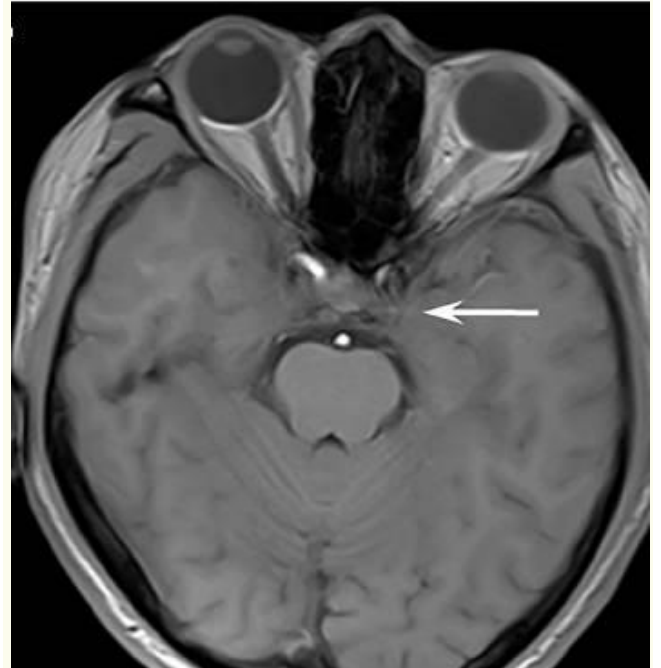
Contrast-enhanced magnetic resonance image (MRI) of the brain of patient 1. A to C, Before treatment. A, T1-weighted, B, T2-weighted, and (Fig 1 continued on next page.)
